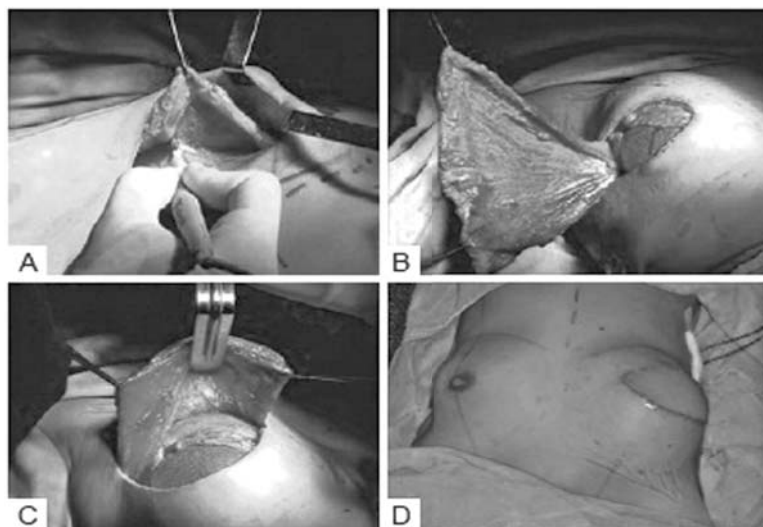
RM cu LMDM asociat cu Implant Mamar
